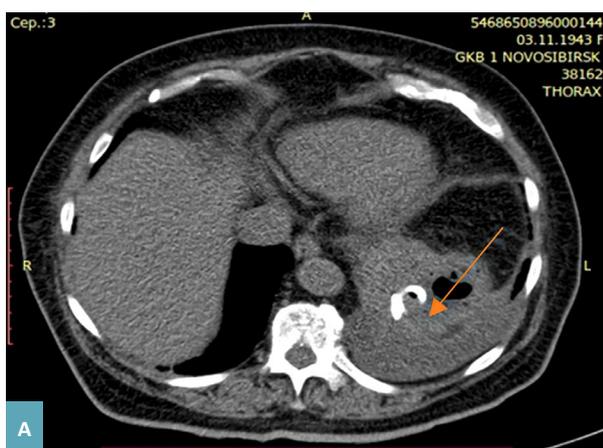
(А, Б). Пациентка Д., 77 л. Компьютерная томограмма органов брюшной полости в условиях естественной контрастности. Аксиальная плоскость. Селезенка не увеличена. В полости абсцесса определяется дренажная трубка. В паренхиме сохраняются гиподенсивные жидкостные полости.
